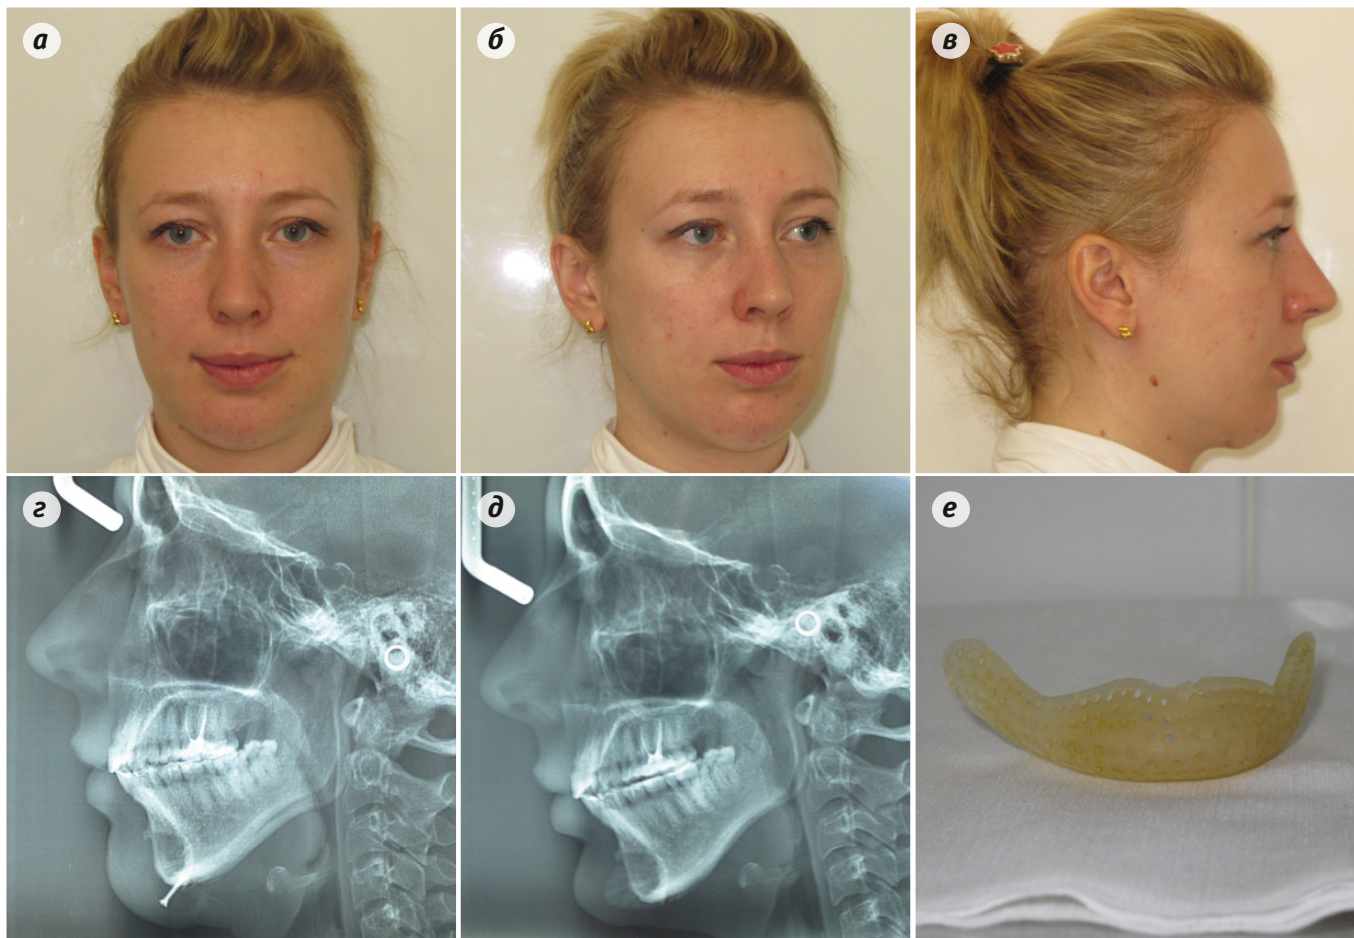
Пациентка Н.О. Внешний вид после аугментации подбородка силиконовым имплантатом более чем через год после операции (а–в); боковые телерентгенограммы: после первой (г) и второй (д) гениопластики: истончение наружного компактного слоя под имплантатом, формирование «уступа» по краю имплантата. Видно, что имплантат, перекрывающий нижний край тела челюсти, фиксирован шурупом (г); после второй гениопластики установлен перфорированный имплантат (д), его общий вид до установки (е)
